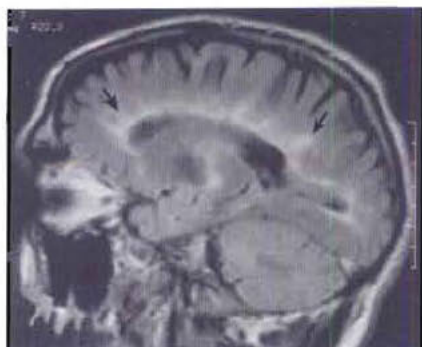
Sclérose en plaques. L'IRM sagittale en séquence FLAIR montre la distribution radiale des plaques de démyélinisation (flèches).
